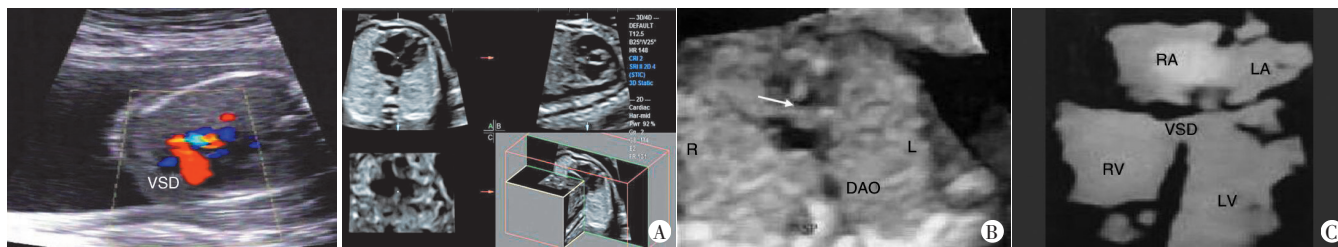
二维超声心动图结合血流频谱显示缺损处(VSD)红色隔血流束 A:四维超声STIC技术获得的容积数据及重建图像;B:降主动脉横截面图像,箭头示胎儿VSD;C:反转模式下左、右室在室间隔膜部相通;LV:左室;RV:右室;LA:左房;RA:右房;DAO:降主动脉
